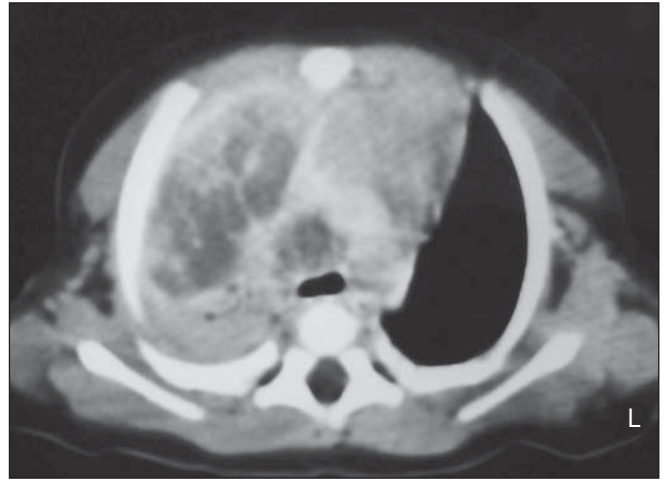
Tomografia computadorizada de tórax com contraste mostrando consolidação parenquimatosa no lobo superior do pulmão direito, com captação heterogênea do contraste, áreas hipodensas e esparsos broncogramas aéreos de permeio; linfonomegalia pré-carinal com centro necrótico.
